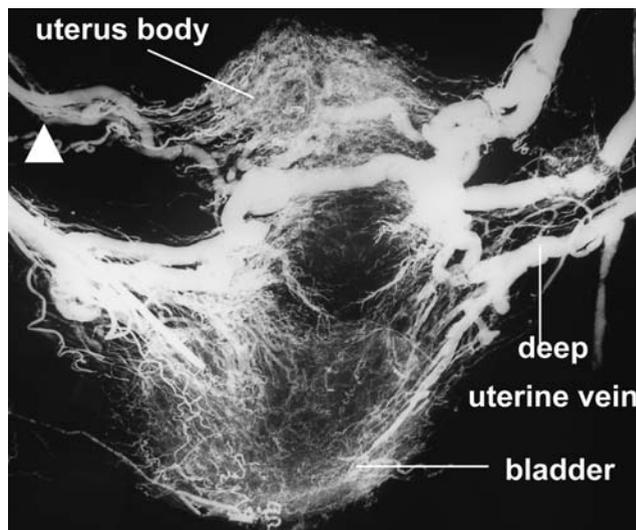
Radiograph in uterine and bladder
